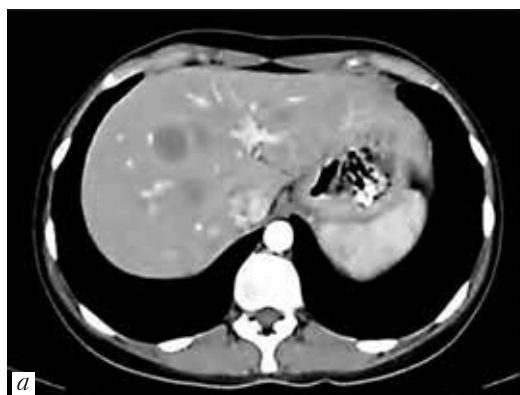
Компьютерная томография: а — метастазы в печень; б — метастаз в надключичный лимфоузел
